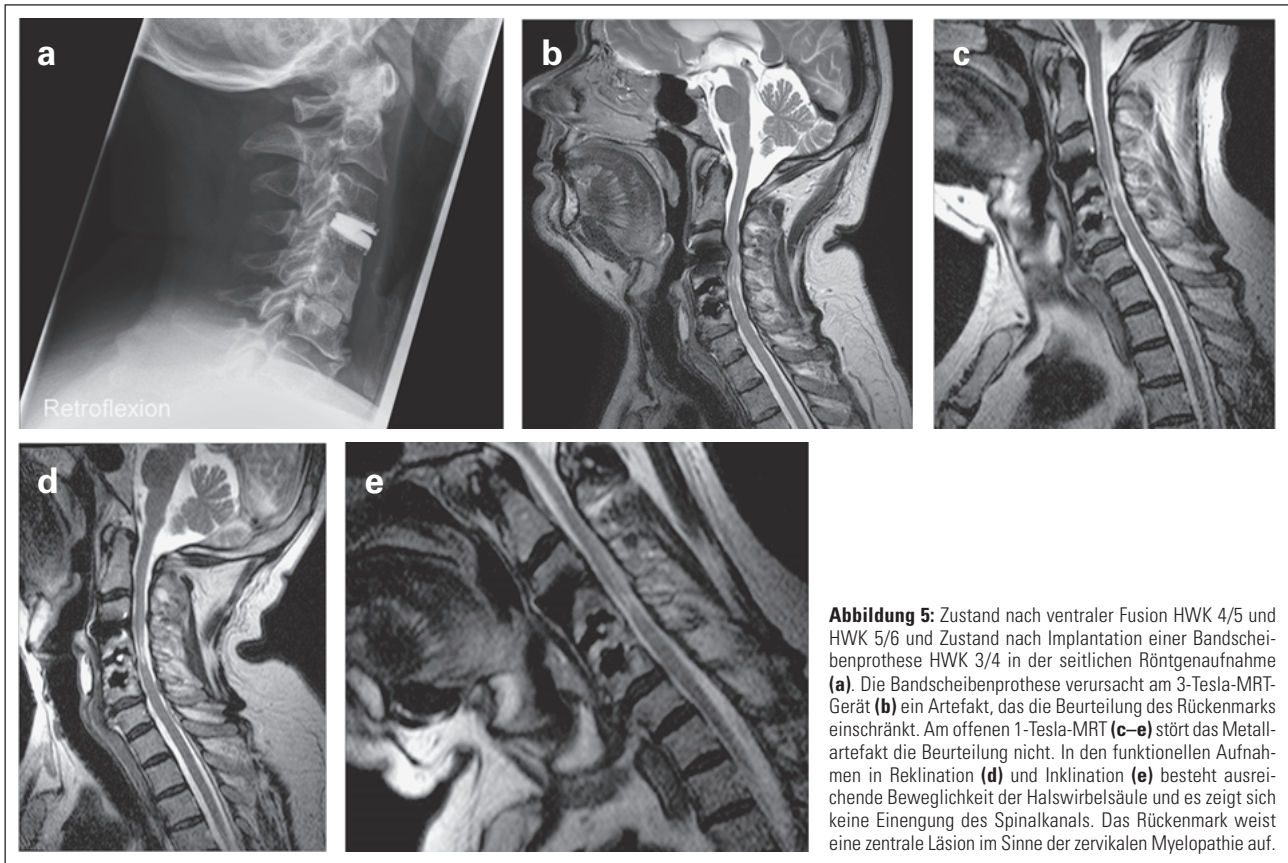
Zustand nach ventraler Fusion HWK 4/5 und HWK 5/6 und Zustand nach Implantation einer Bandscheibenprothese HWK 3/4 in der seitlichen Röntgenaufnahme (a). Die Bandscheibenprothese verursacht am 3-Tesla-MRT-Gerät (b) ein Artefakt, das die Beurteilung des Rückenmarks einschränkt. Am offenen 1-Tesla-MRT (c–e) stört das Metallartefakt die Beurteilung nicht. In den funktionellen Aufnahmen in Reklination (d) und Inklinationsstellung (e) besteht ausreichende Beweglichkeit der Halswirbelsäule und es zeigt sich keine Einengung des Spinalkanals. Das Rückenmark weist eine zentrale Läsion im Sinne der zervikalen Myelopathie auf.
